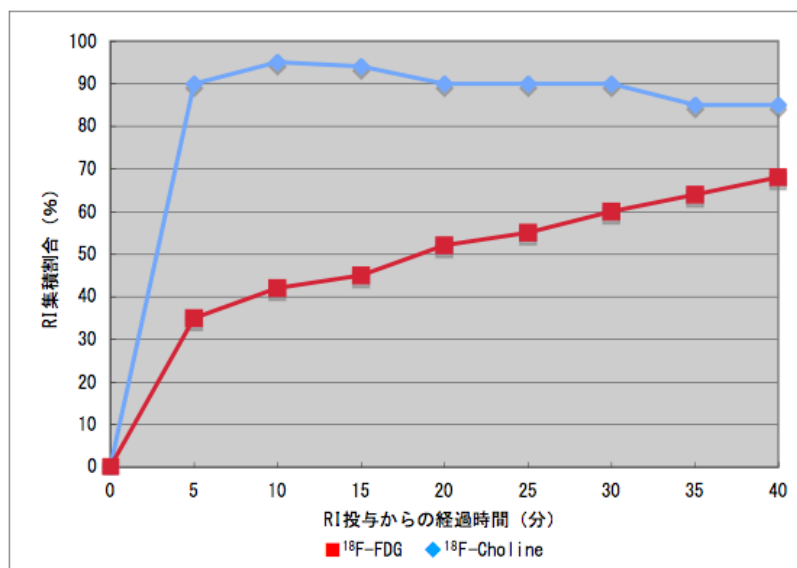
$^{18}\text{F}$ -Choline と  $^{18}\text{F}$ -FDG の time course 比較
